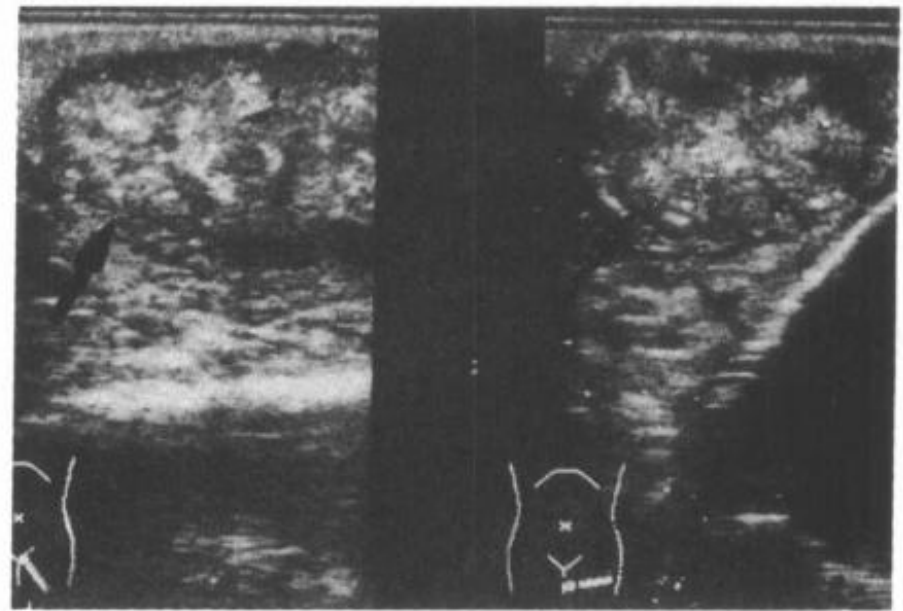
1—12 左侧睾丸畸胎瘤超声表现（↑）
